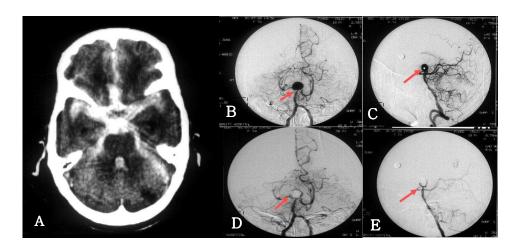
Preoperative computed tomography scan shows subarachnoid hemorrhage with intraventricular hemorrhage in 73-year-old female patient with comatose mentation (Hunt-Hess Grade V, Fisher's Grade IV, GCS score 4)(A). Preoperative angiography demonstrated a ruptured basilar tip aneurysm (red arrows) (B,C). Postoperative angiography shows well embolized aneurysm sac by coiling preserving parent artery.
